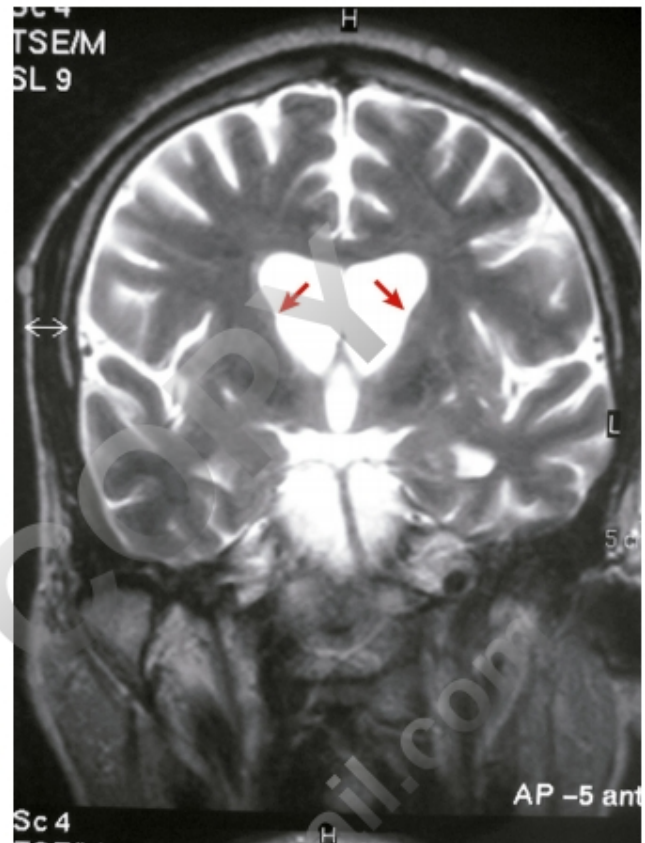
Enfermedad de Huntington. RM. Atrofia del caudado.
